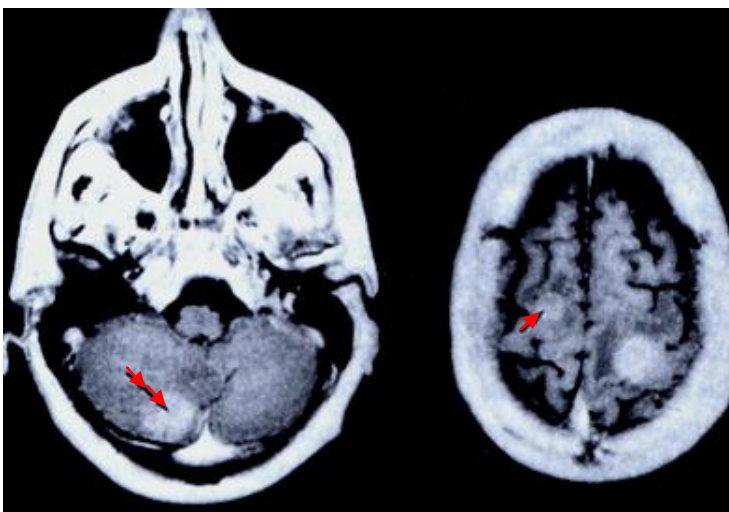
IRM en séquence pondérée T1 après injection de gadolinium : chez le même patient. Une métastase sus-tentorielle supplémentaire (flèche) apparaît à proximité de la voute. Il existe une métastase cérébelleuse (double flèche) ignorée au scanner. [14]
